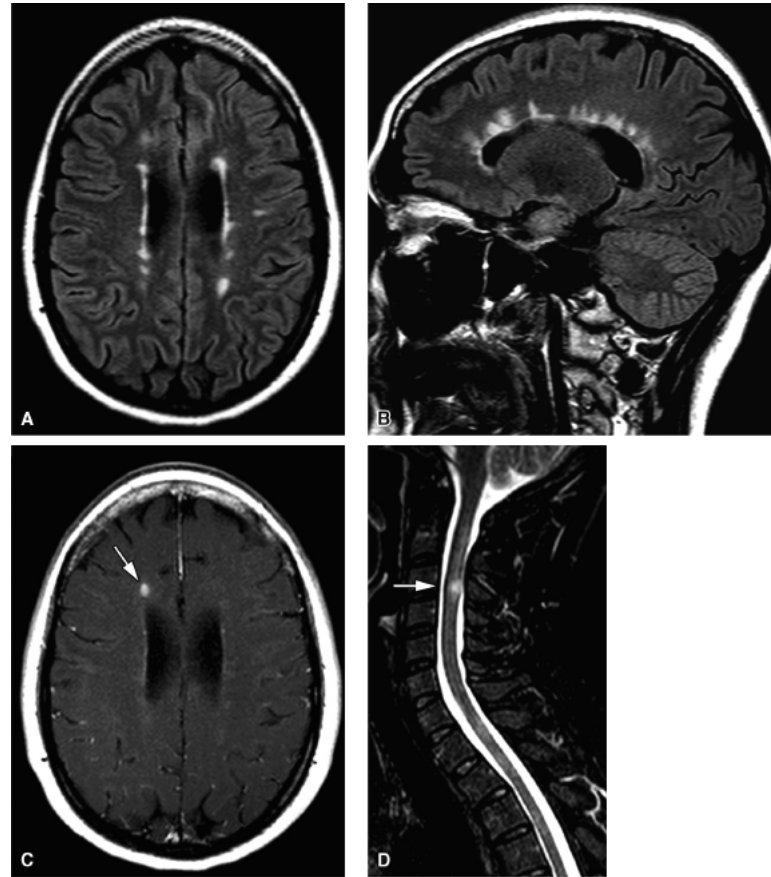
Esclerose múltipla. Ressonância magnética do crânio e da coluna cervical. Sequência FLAIR nos planos axial (A) e sagital (B) mostra lesões desmielinizantes ovoides na substância branca periventricular. Sequência axial T1 pós-contraste (C) evidencia lesão com realce pelo contraste na substância branca frontal direita, consistente com atividade inflamatória aguda da doença (seta). Sequência sagital T2 da coluna cervical (D) demonstra múltiplas lesões na medula espinal, a maior delas no nível de C3 (seta).
